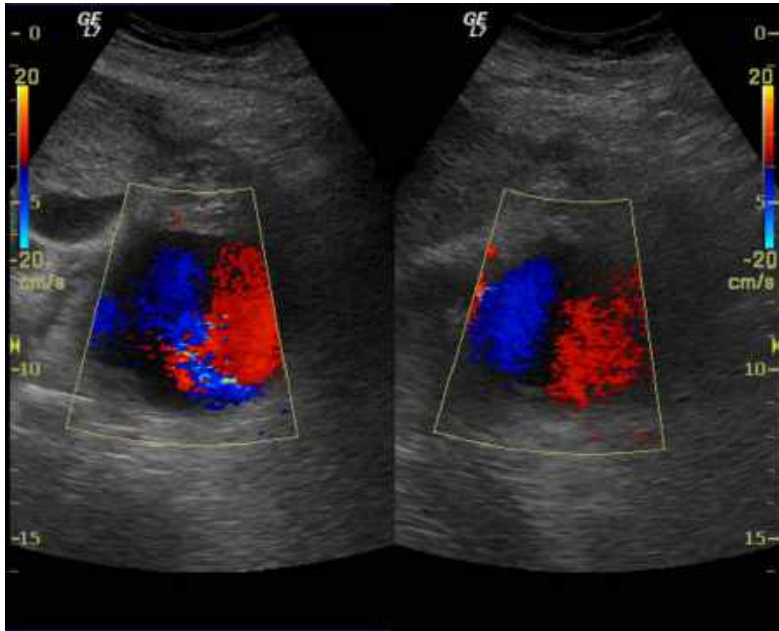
Ecografía doppler de la masa parainjerto renal donde se aprecia flujo sanguíneo compatible con pseudoaneurisma.
